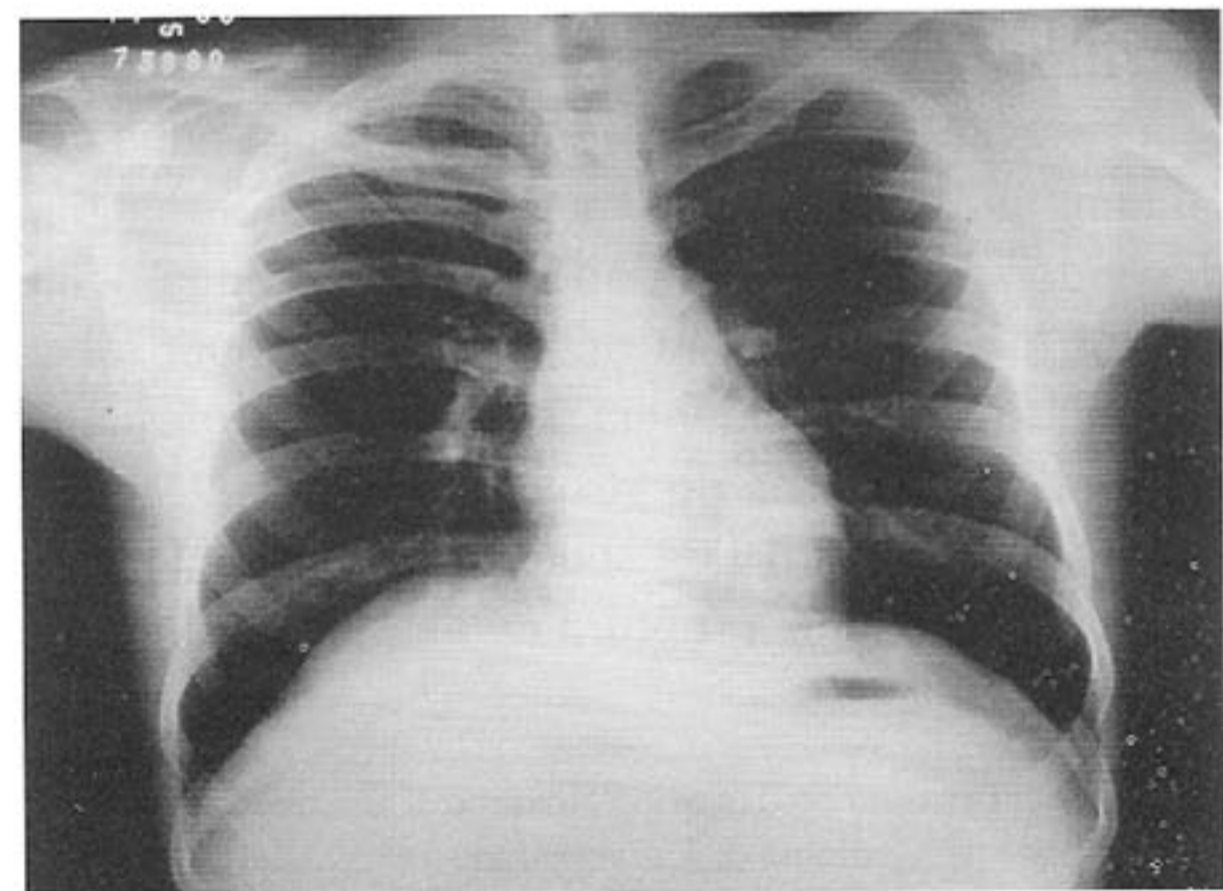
Telerradiografia do tórax na incidência póstero-lateral, realizada três semanas após a alta hospitalar. Nota-se resolução completa do quadro.
